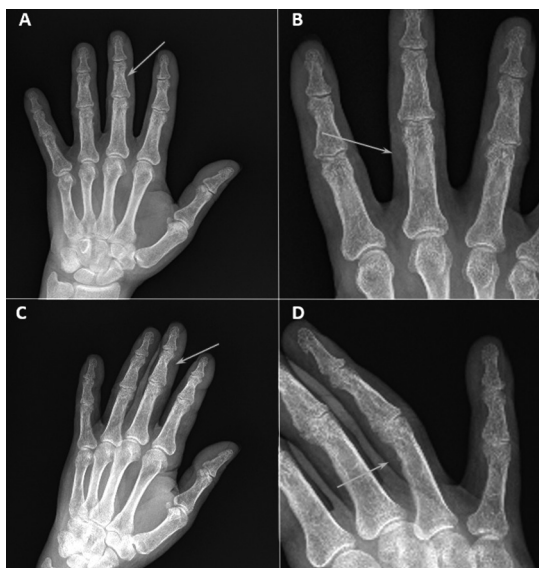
Radiografía de ambas manos (proyecciones frente (A y B) y oblicuo (C y D)). Con flechas blancas se señalan las zonas más evidentes de erosión ósea subperióstica.
